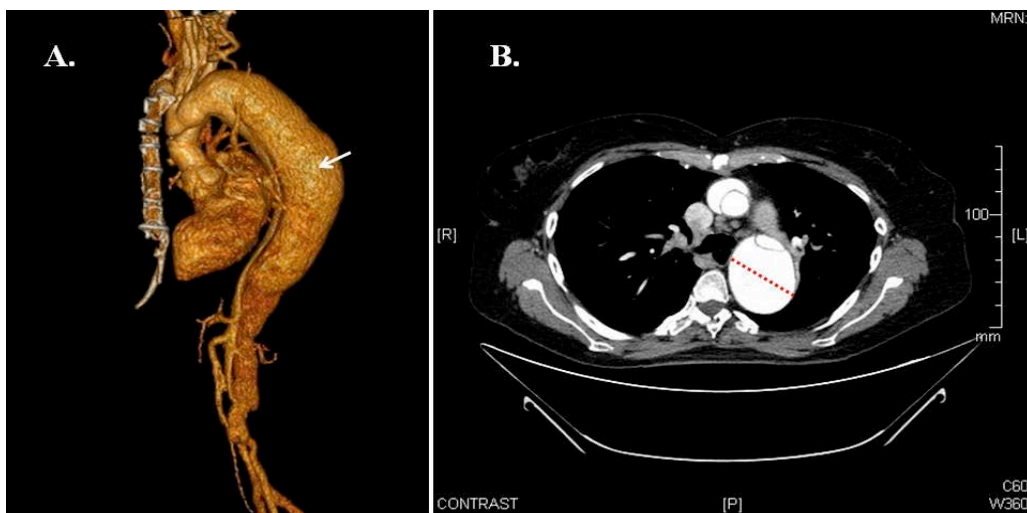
Dissection (false lumen). Three-dimensional reconstruction (A). False lumen diameter evaluated by computed-tomography angiography (B).
